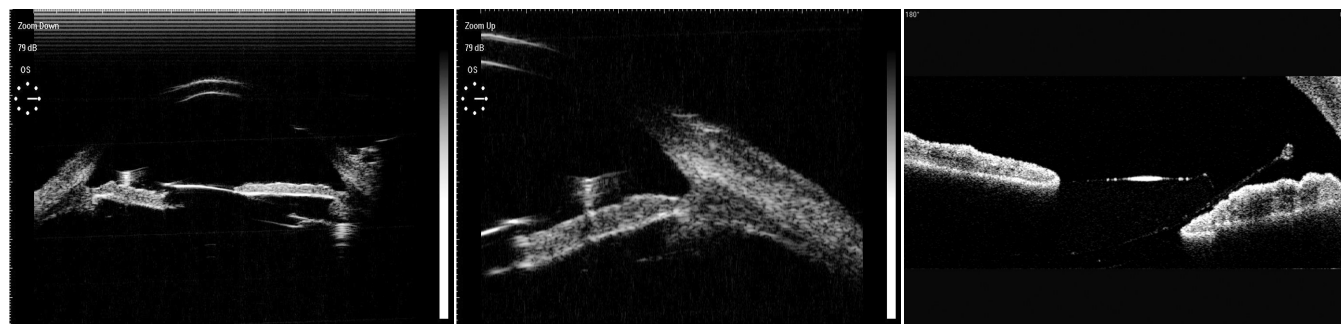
超声生物显微镜全景图, 可见前房深浅不一, 人工晶体倾斜至颞侧虹膜前方
